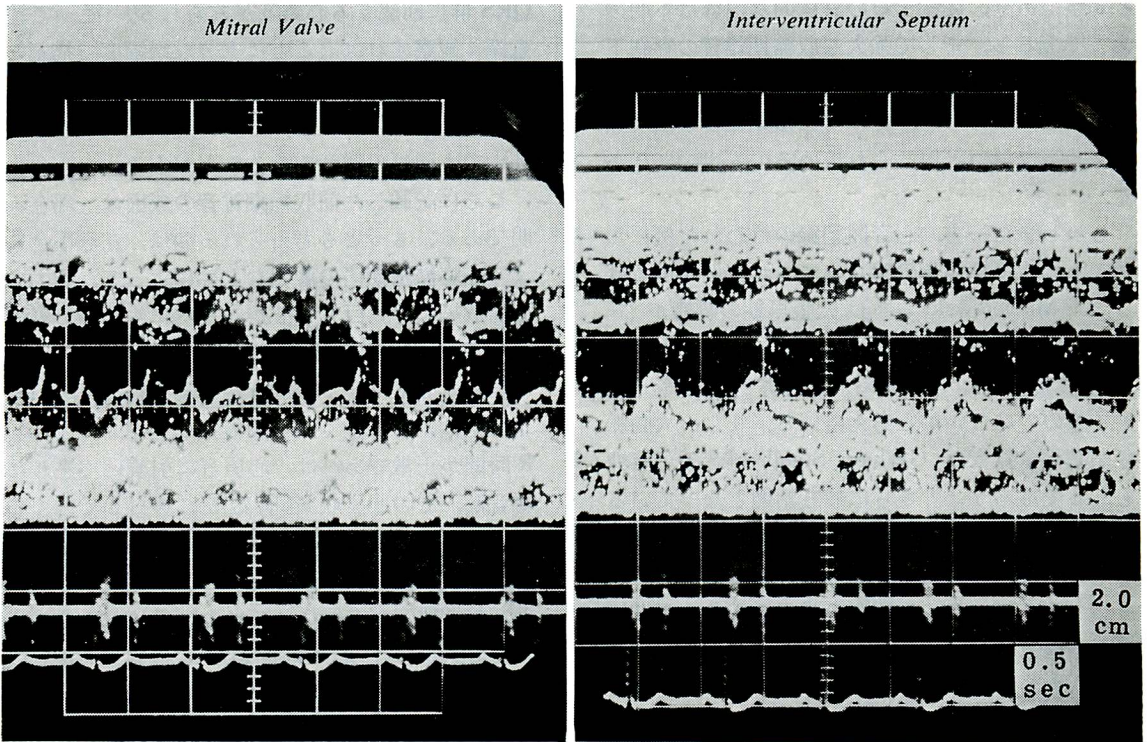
Echocardiogram of Case 3 after the functional closure of the acquired VSD.
